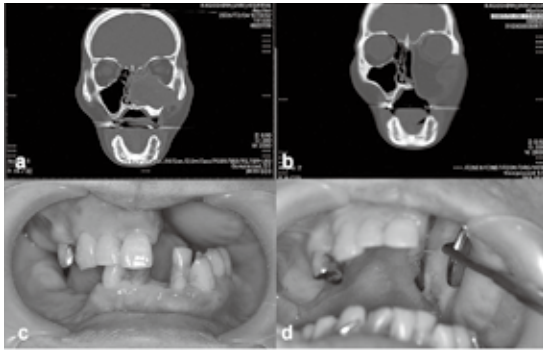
術前CT画像(a), 術後CT画像(b), 術後の口腔内(c, d)
